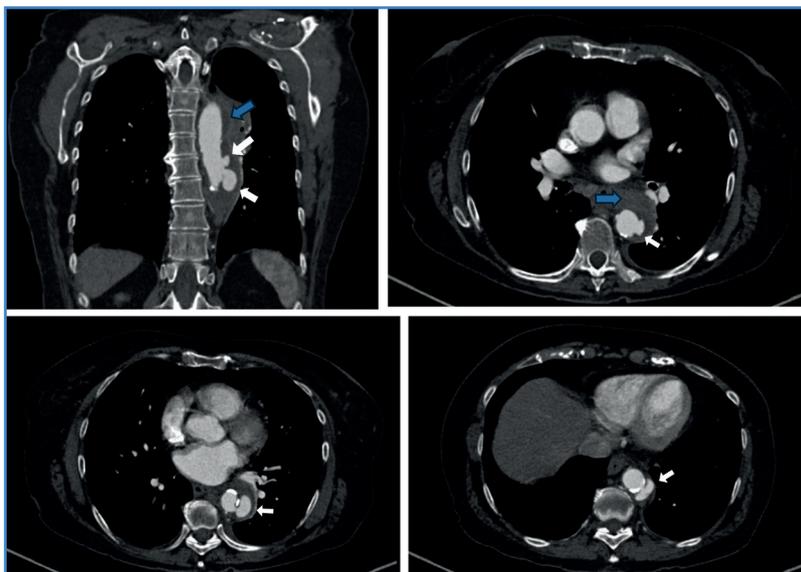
Angio TAC preoperatorio en el que se observa colección periaórtica en relación al lóbulo pulmonar superior izquierdo (flecha azul) y las imágenes compatibles con los tres pseudoaneurismas en la aorta torácica descendente (flechas blancas).
